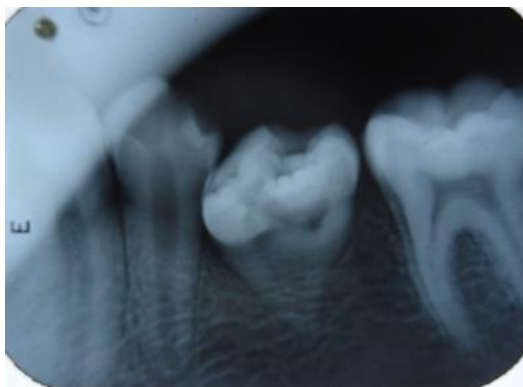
Radiografía de Premolar macrodonte
